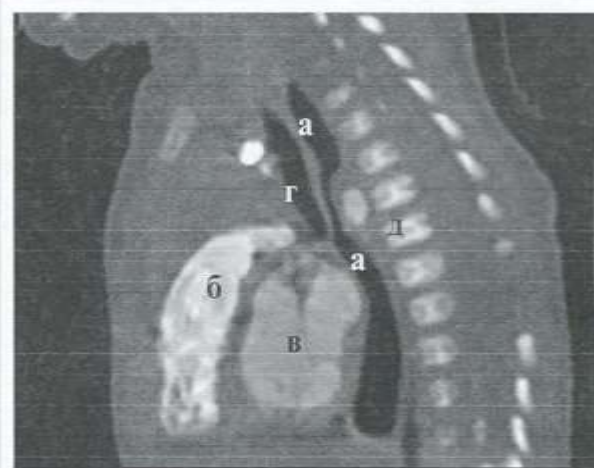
МСКТ органов грудной полости. Сагиттальная плоскость.
